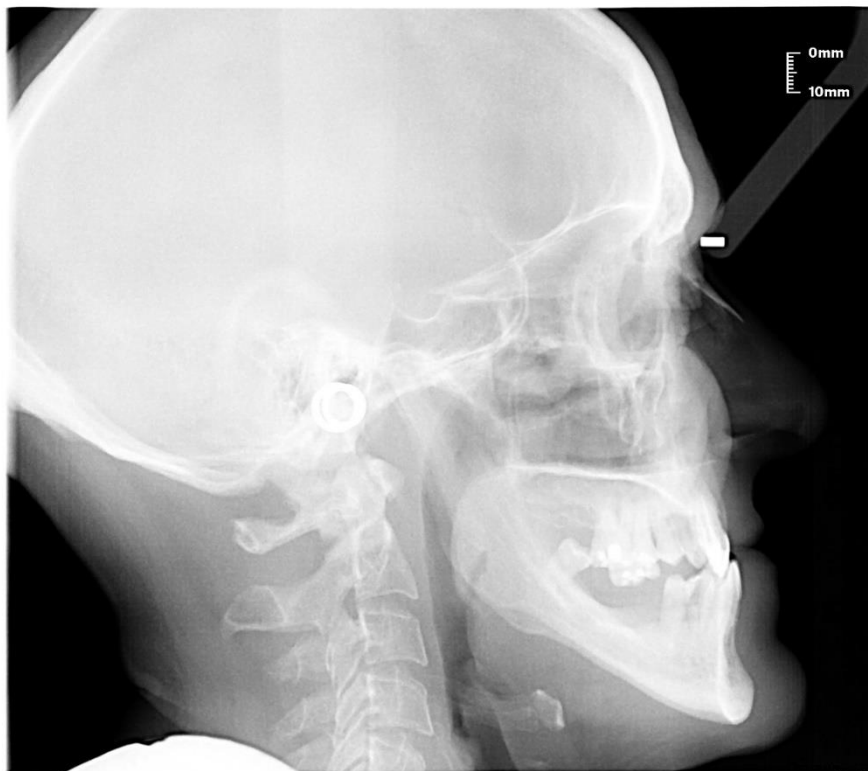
Telerradiografía
